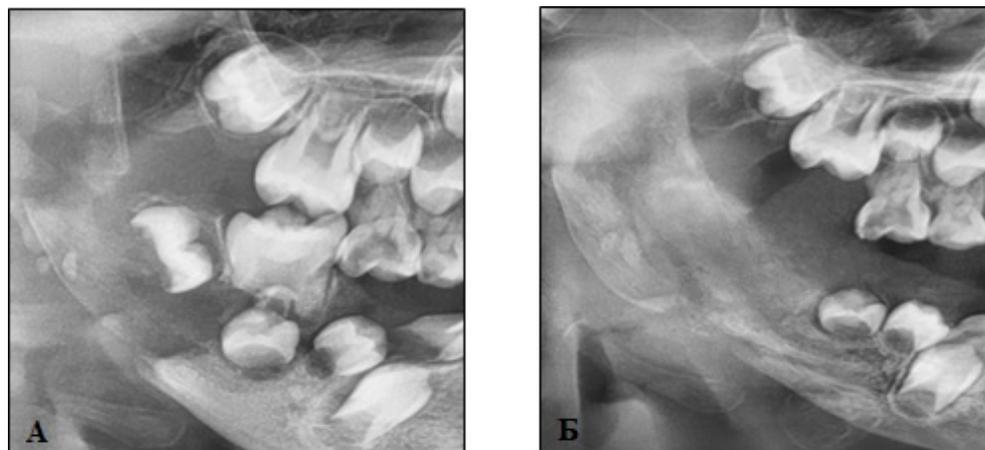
Проекционный рентгеновский снимок больной из аналогичной 3-й группы: А - до операции; Б - через 6 месяцев после операции, частичное заполнение послеоперационного костного дефекта незрелой костной тканью.
